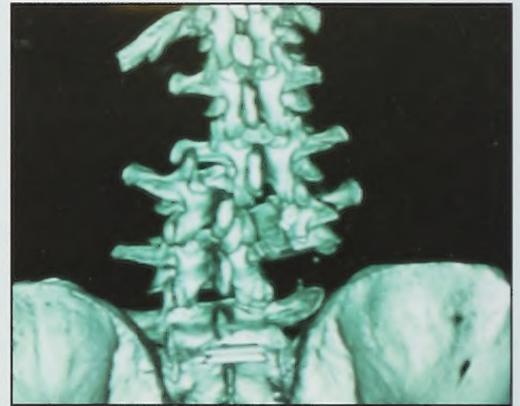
TAC pre cirugía.
